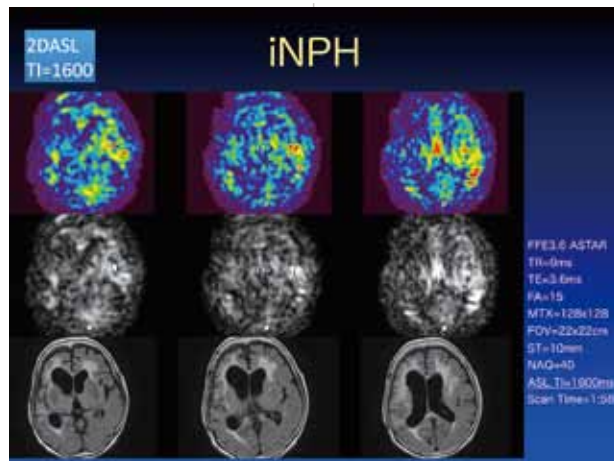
正常圧水頭症(上中段：ASTAR、下段：FLAIR)
